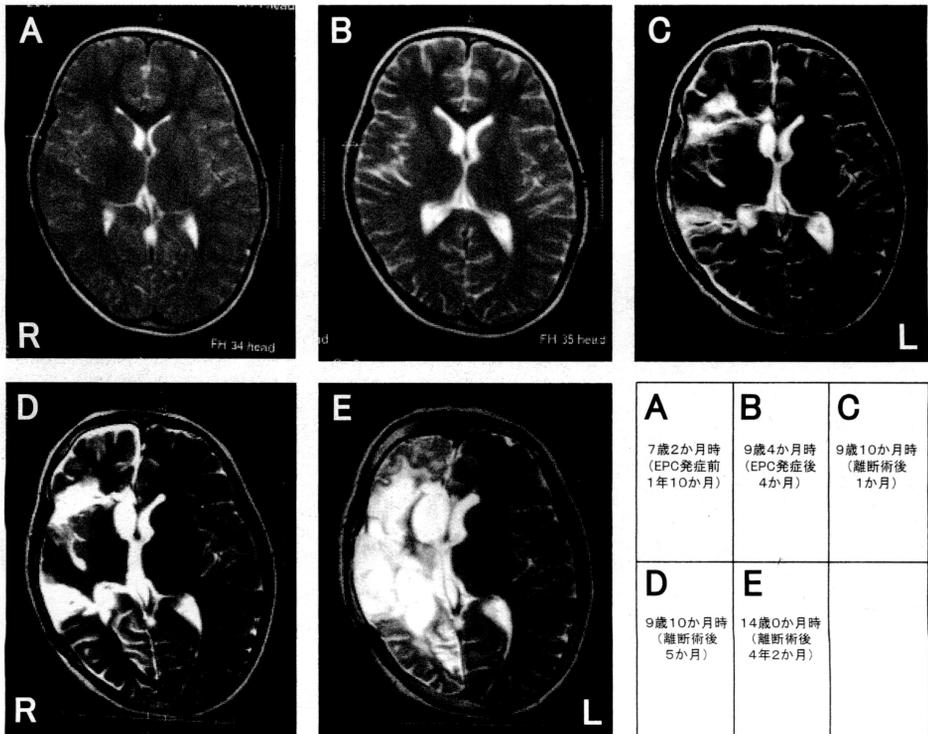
頭部MRI 所見（T2強調画像）の経時的変化。epilepsia partialis continua (EPC) 発症後に脳萎縮が進行した。しかし、右大脳半球の機能的半球離断術後には、反対側である左大脳半球に萎縮性変化はみられない。
